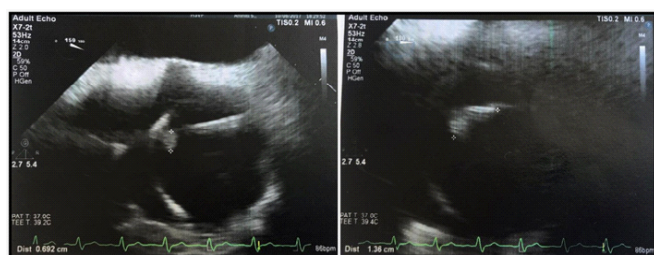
Ecocardiograma Transesofágico com sugestiva vegetação em cabo ventricular do MP, exame realizado no dia 10/08/2017.
